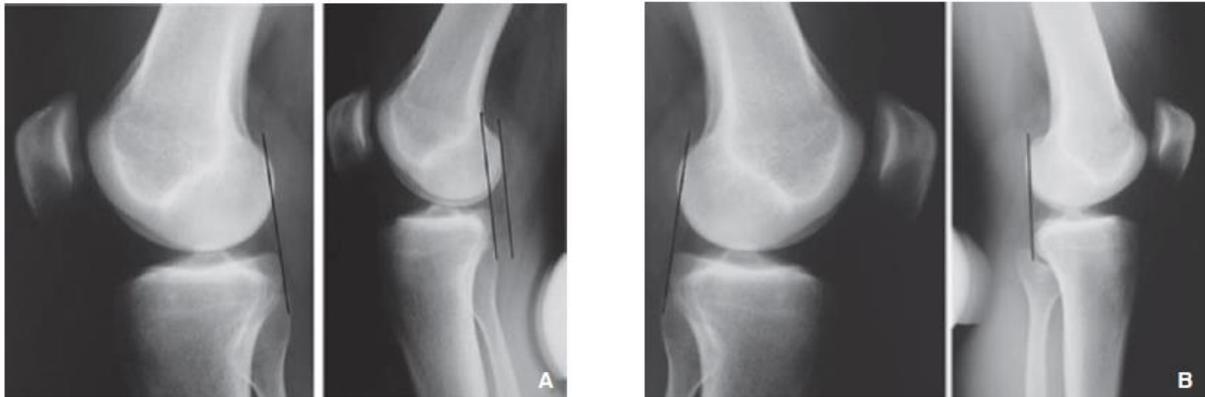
Radiographies dynamiques (81)
